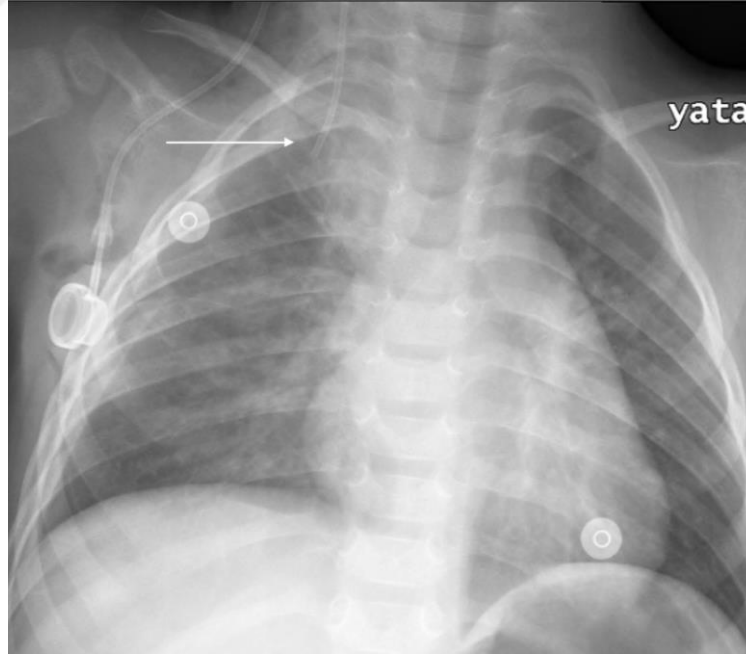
4 yaş erkek ALL tanısı nedeni ile genel anestezi altında subkutan port uygulama sonrası postoperatif 6. saat kontrol grafisinde pnömotoraks saptanmıştır. Hastada internal jugular vene 5 fr port kateter takılmıştır. Hastanın akciğer hastalığı bulunmamaktadır (1). Aynı hastanın tüp torakostomi uygulanması sonrası grafisi (2).
